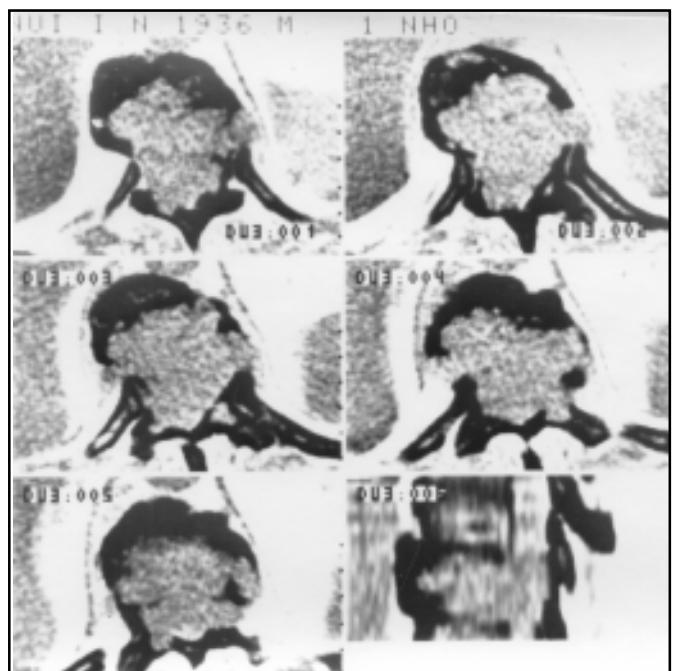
Спостереження хворого К., 61 р. Комп'ютерні томограми (пояснення в тексті)
